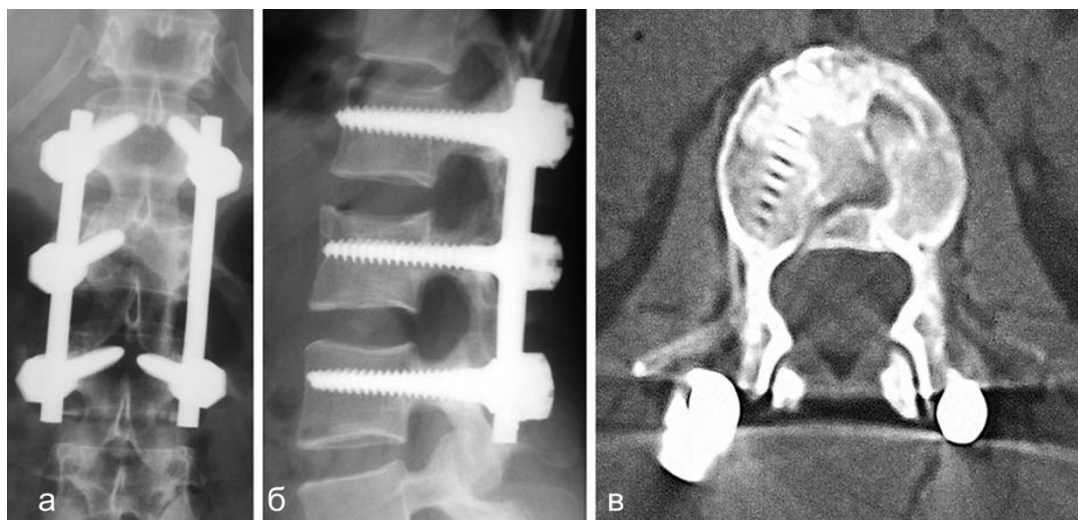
Контрольные рентгенограммы (а, б) L_I-L_{II}-L_{III} позвонков и компьютерная томограмма (в) L_{II} – положение металлодистракторов не изменилось. Имеется сращение оскольчатого перелома L_{II} позвонка. Деформации позвоночного канала не определяется
